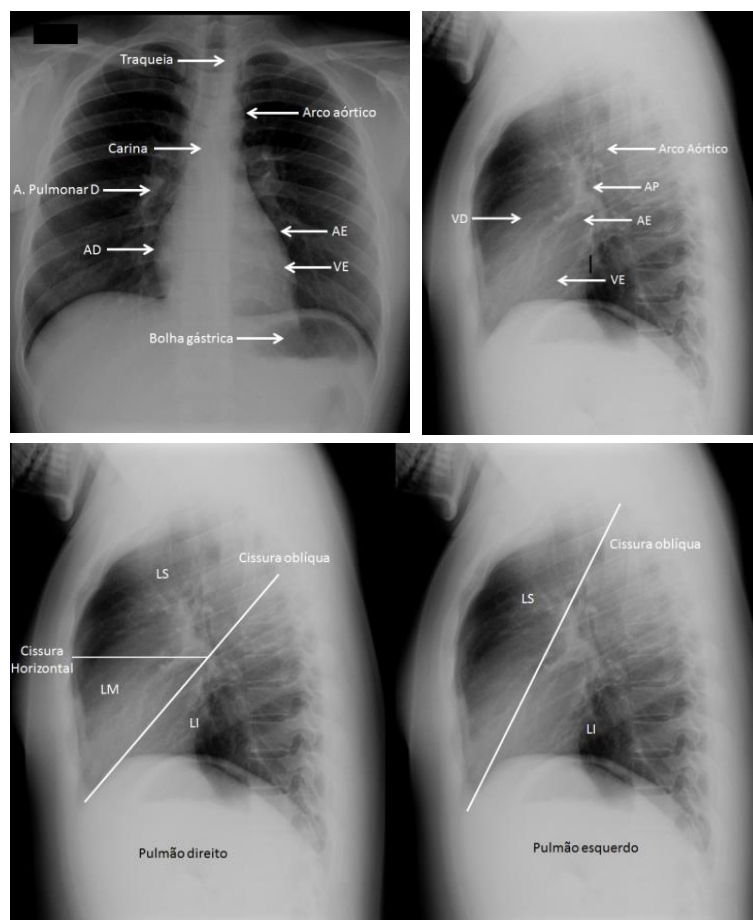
Radiografia de tórax normal em AP apontando as principais estruturas anatômicas identificáveis. AE – Átrio Esquerdo, VE – Ventrículo Esquerdo, AD – Átrio direito, LS – lobo superior, LM – lobo médio, LI – lobo inferior
